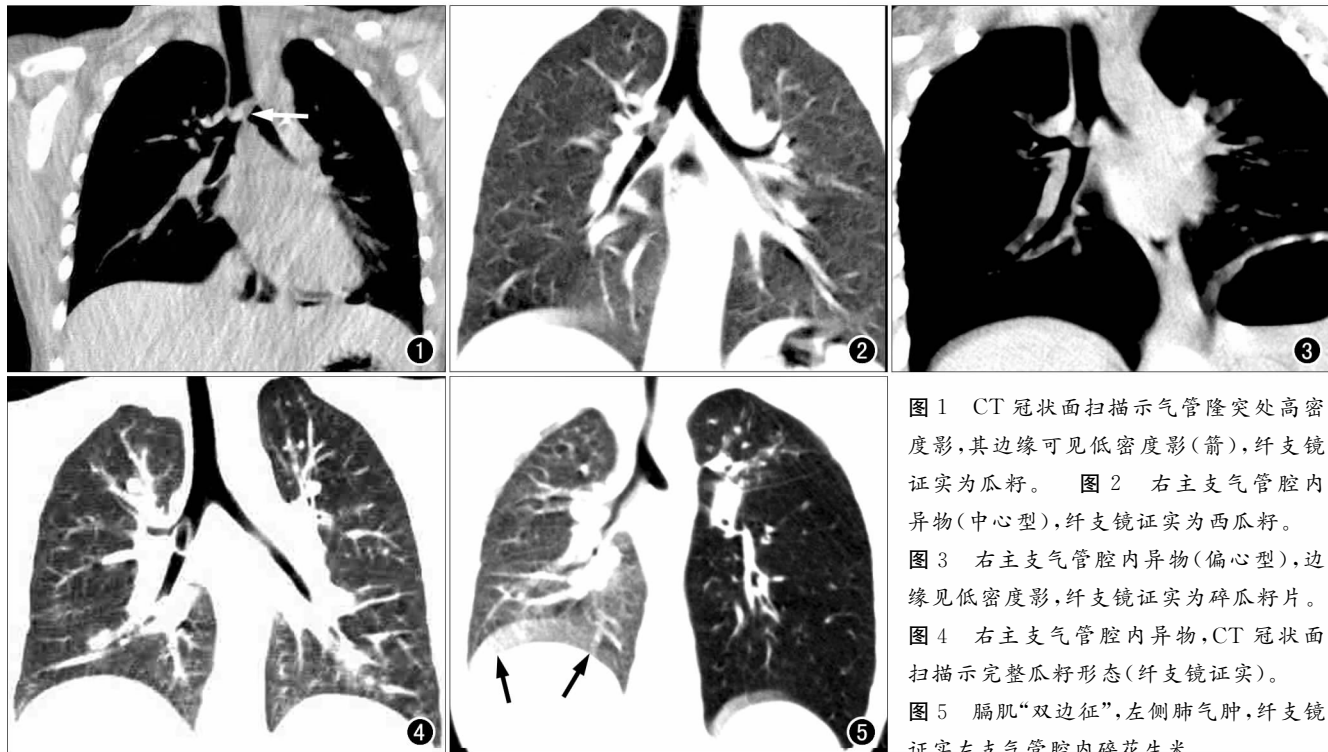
CT 冠状面扫描示气管隆突处高密度影,其边缘可见低密度影(箭),纤支镜证实为瓜子。图 2 右主支气管腔内异物(中心型),纤支镜证实为西瓜籽。图 3 右主支气管腔内异物(偏心型),边缘见低密度影,纤支镜证实为碎瓜子片。图 4 右主支气管腔内异物,CT 冠状面扫描示完整瓜子形态(纤支镜证实)。图 5 膈肌“双边征”,左侧肺气肿,纤支镜证实左支气管腔内碎花生米。
